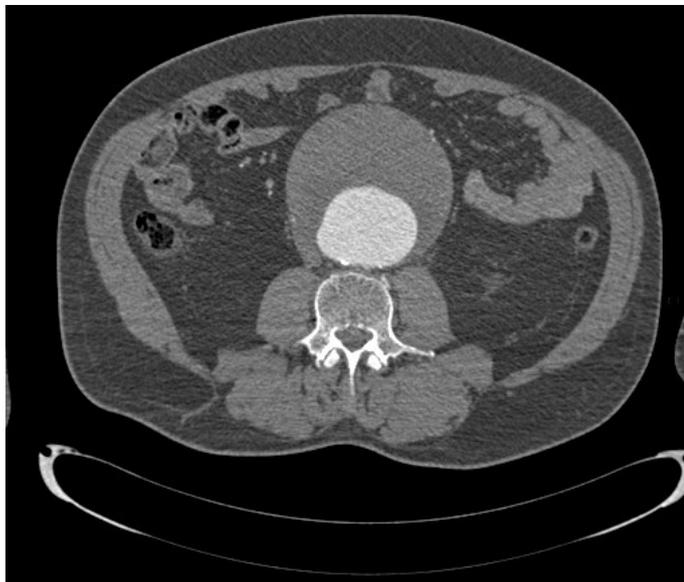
TAC abdominal donde se visualiza aneurisma aórtico abdominal de 10x10 cm.
